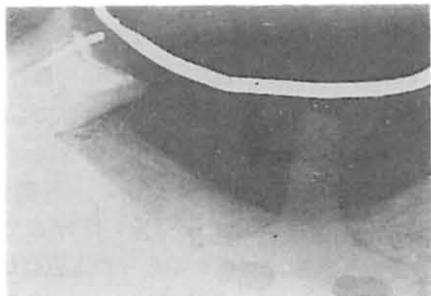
挺出終了時のX線写真。インプラントに対する影響は殆んど見られない。
